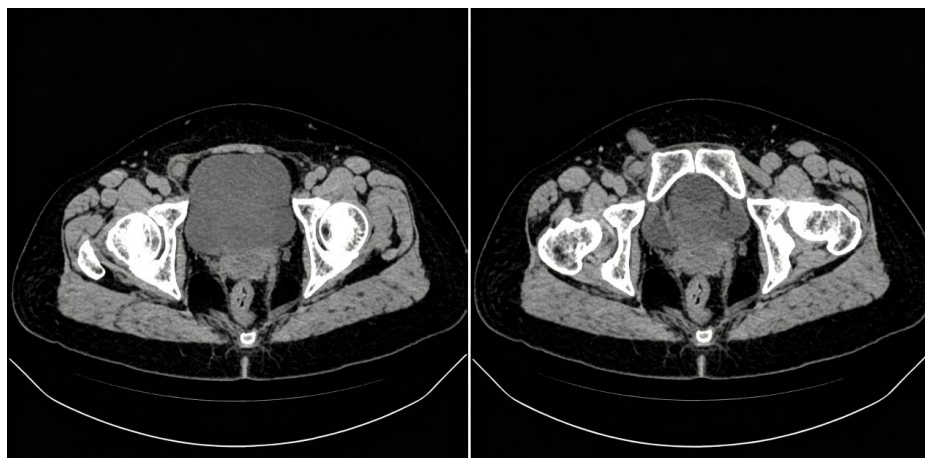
Preoperative CT images
